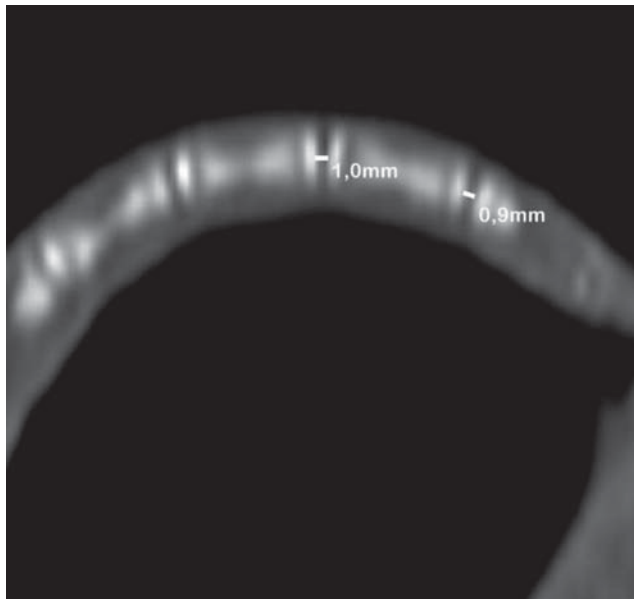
Томограма хвостового відділу хребта щура, яка була отримана безпосередньо після формування компресії (стрілками вказані МХД C_{v-vi} та C_{vi-vii}).
